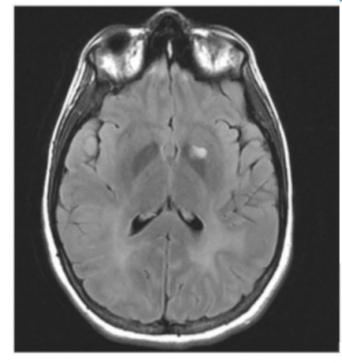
IRM cérébrale (séquence FLAIR) montrant une lésion des noyaux lenticulaires gauches et des lésions confluentes de la substance blanche sous-corticale
